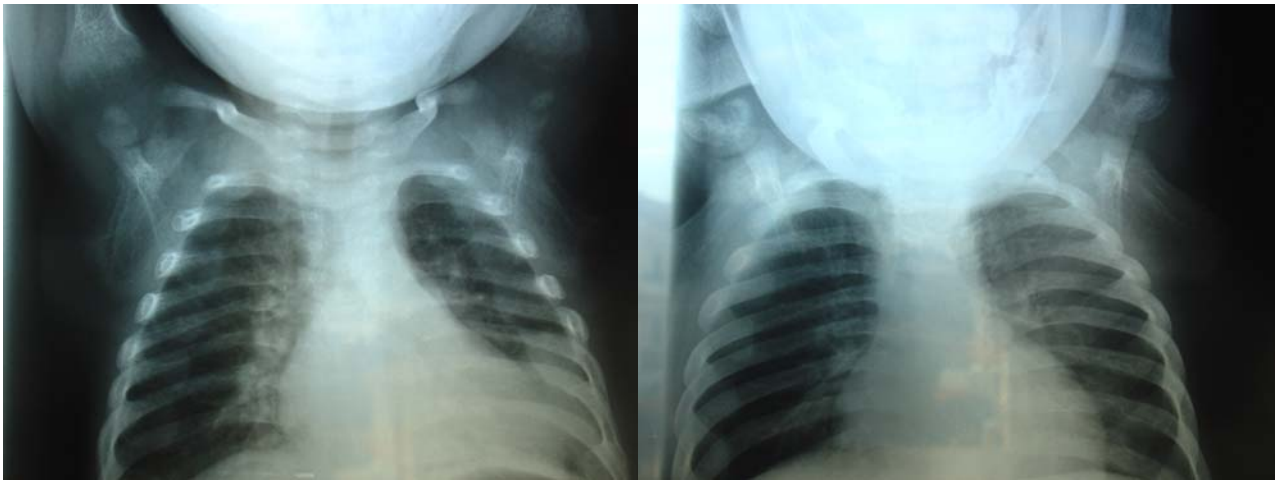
Radiografia torácica do caso 2, antes e depois do tratamento com cálcio endovenoso
